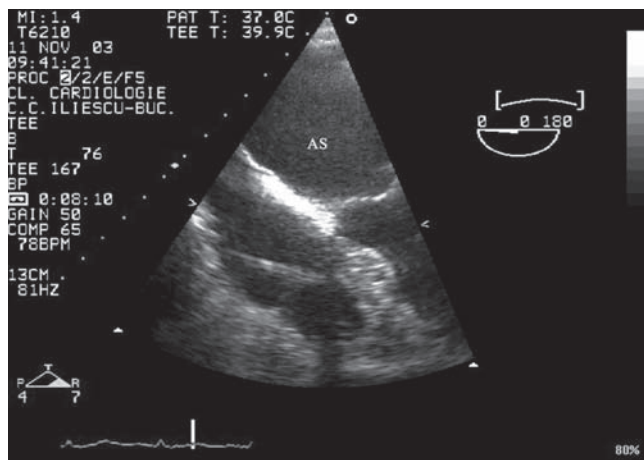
Ecocardiografie transesofagiană (după o săptămână de tratament anticoagulant). Se observă sonda de pacemaker la nivelul atriului drept, fără structuri atașate.
